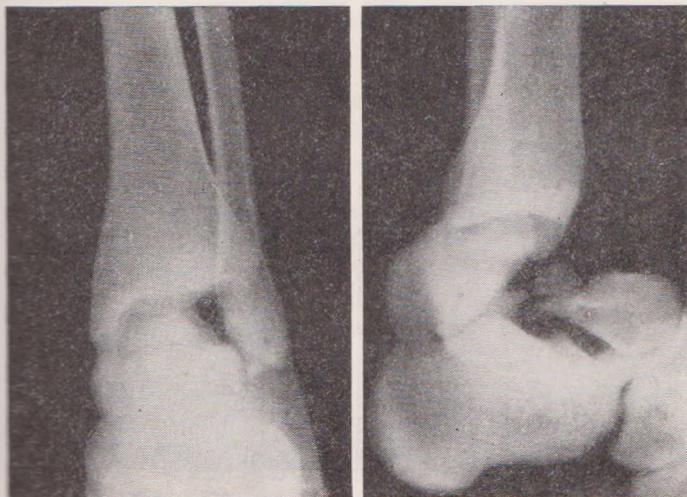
Рентгенограмма перелома-вывиха таранной кости.
